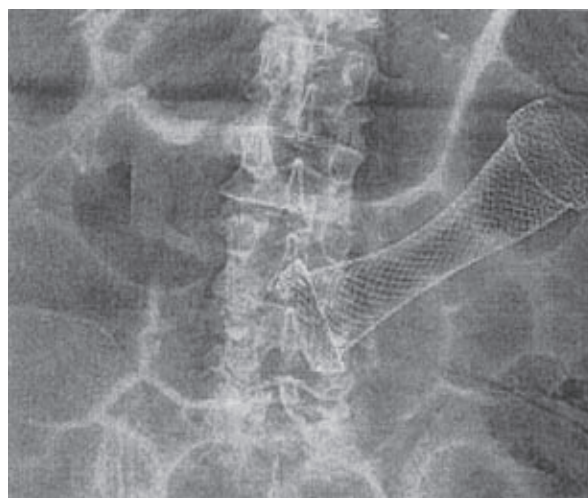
Обзорная рентгенограмма брюшной полости сразу после установки саморасширяющегося кишечного стента в сигмовидную кишку
